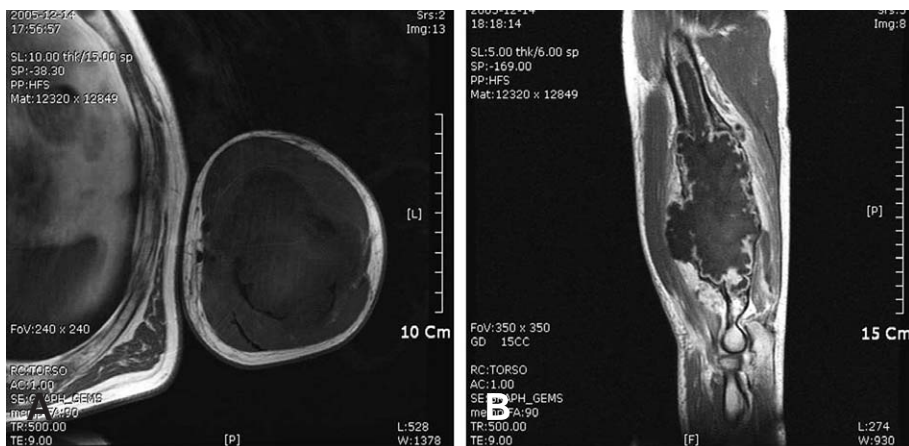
(A) T1 weighted axial image of MRI shows low signal intensity with periosteal soft tissue invasion in distal metaphysis. (B) T1 weighted sagittal image of MRI shows long intra-medullary extension proximally.
